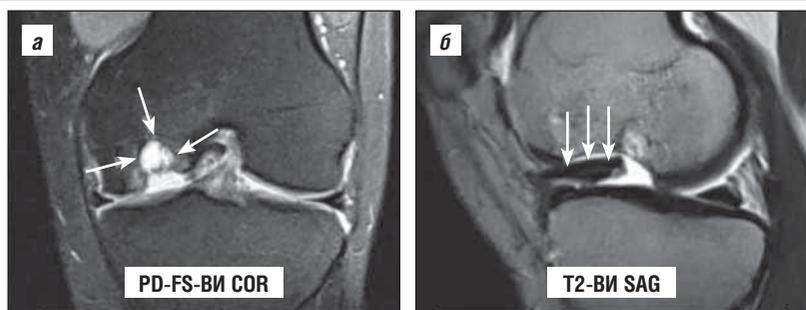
МРТ КС пациента с РОХ медиального мыщелка бедренной кости: а – донорский участок с наличием обширного субхондрального дефекта (стрелки); б – свободный некротизированный внутрисуставной костно-хрящевой фрагмент (Постаногов Р.А., 2024)
